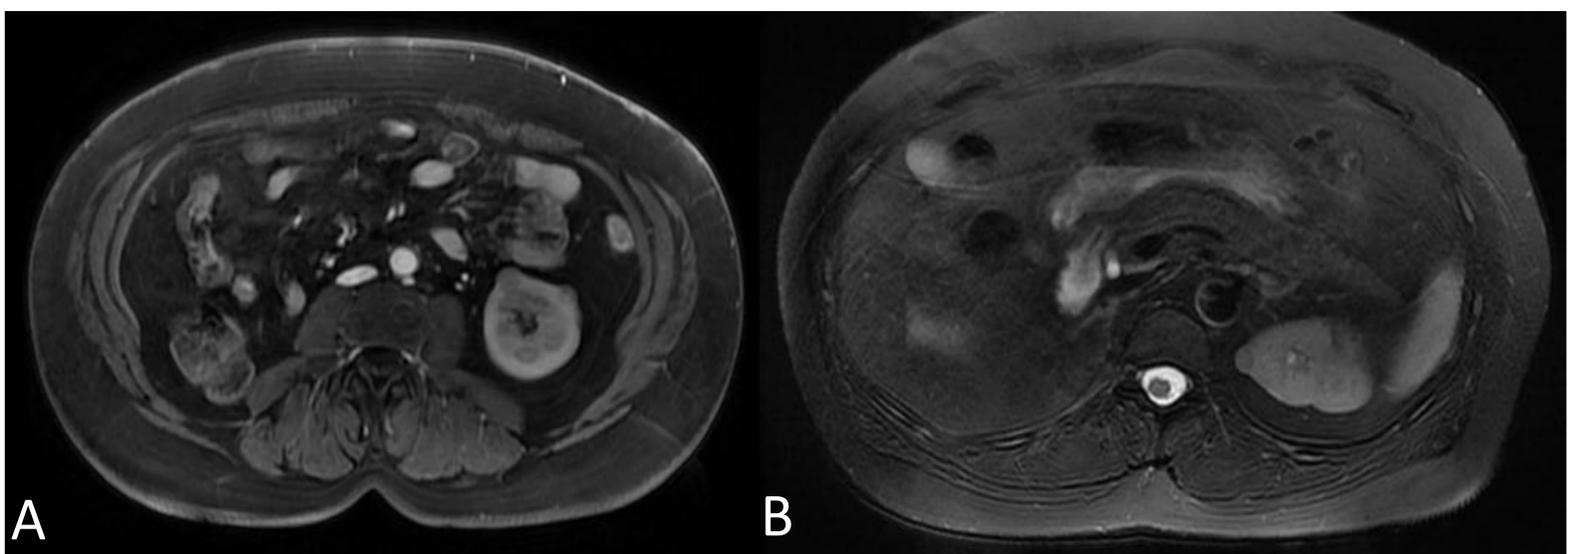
A: RM axial T1 con Gd que muestra discreto realce de la lesión en riñón izquierdo tras nefrectomía derecha. B: RM axial T2 FS de otra lesión del mismo riñón, hipointensa, de naturaleza sólida.
